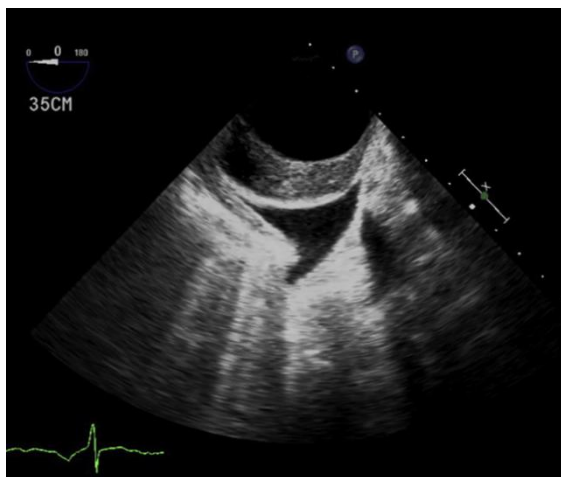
距门齿35cm的降主动脉横截面，经食道超声心动图图像显示新月形的壁内血肿。
